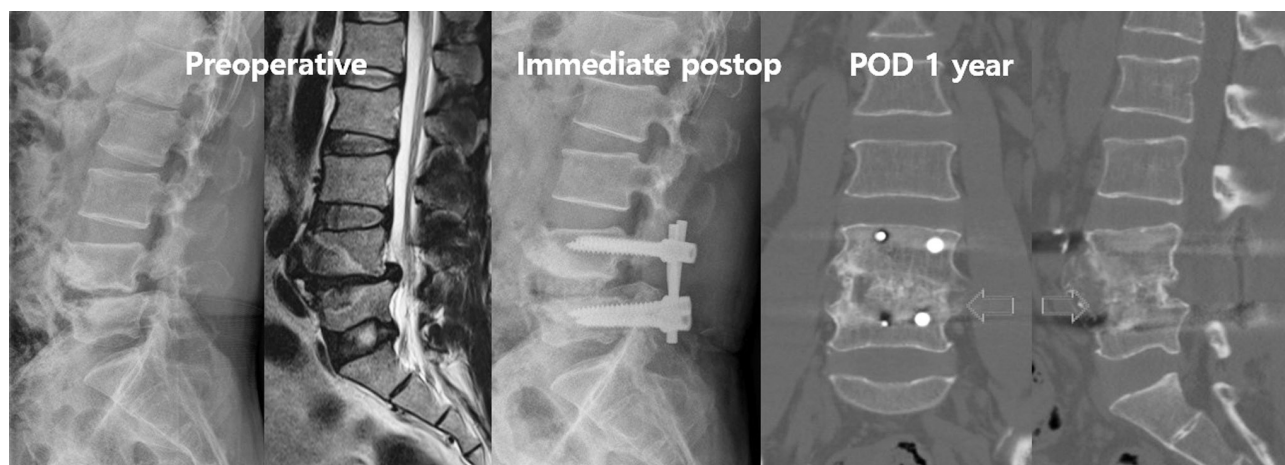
A 68-year-old man with L4-5 spondylolytic spondylolisthesis. Posterior interbody spinal fusion using an autograft was performed with transpedicular screw fixation. At 12 months postoperatively, plain X-ray films showed bony fusion. Consolidated interbody bone fusion (red arrow) was demonstrated, and a coronal computed tomography scan showed a mass indicating bone fusion (red arrow).
